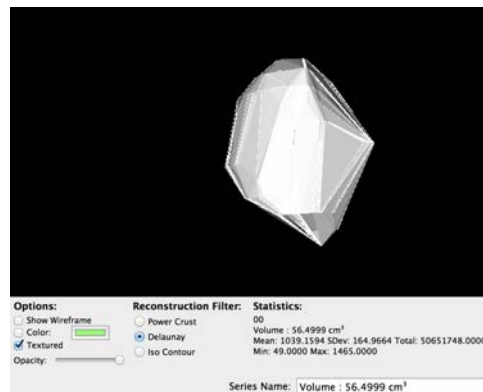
Volume tumoral calculé par logiciel à partir des segmentations des coupes d'une IRM d'un gliome diffus de bas grade dans le plan axial en pondération FLAIR.
